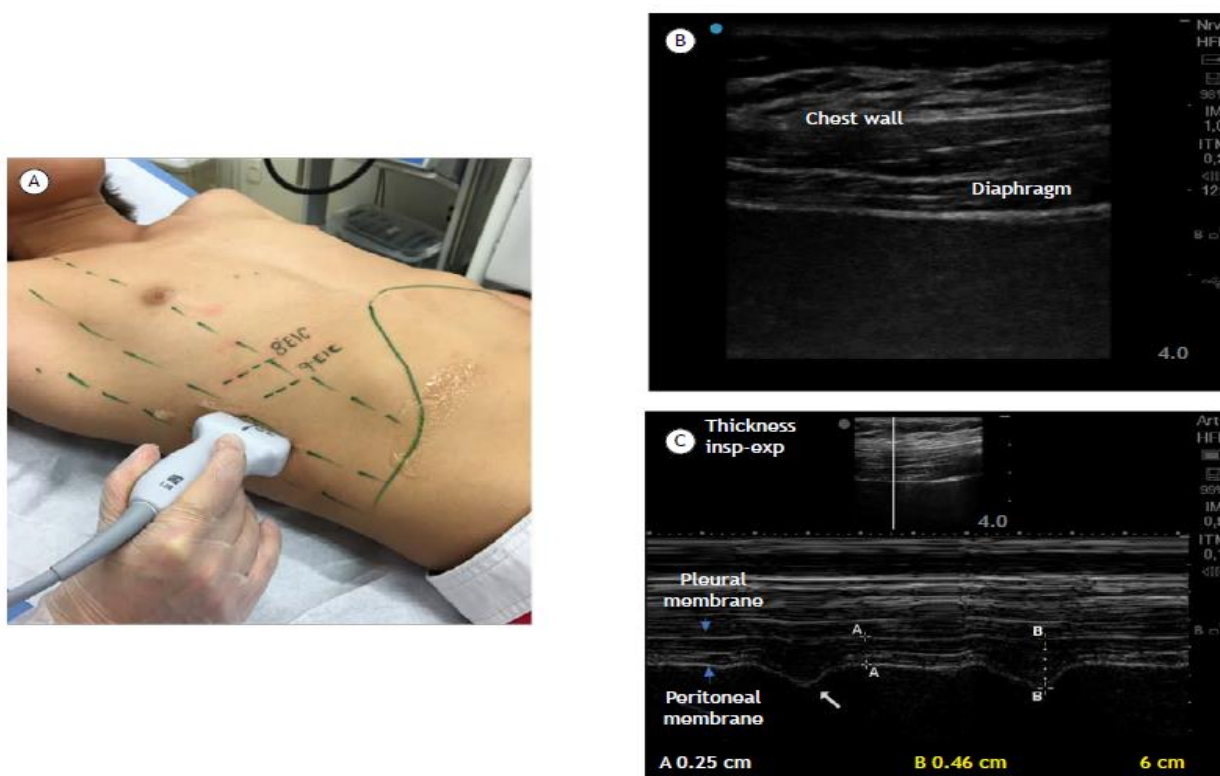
In A, measuring the thickness of right hemidiaphragm through the placement of the linear transducer over the zone of apposition (ZOA) at the ninth intercostal space, between the anterior axillary and midaxillary lines. In B, ultrasound appearance of the left hemidiaphragm at the ZOA between the ninth and tenth intercostal spaces, during quiet breathing, at functional residual capacity. In C, measurement of diaphragm thickness: the top of the figure displays the ZOA of a normal diaphragm, in B mode; and the bottom portion shows, in M mode, the diaphragm thickness at end-expiration (exp), or distance A-A, and diaphragm thickness at end-inspiration (insp), or distance B-B.
